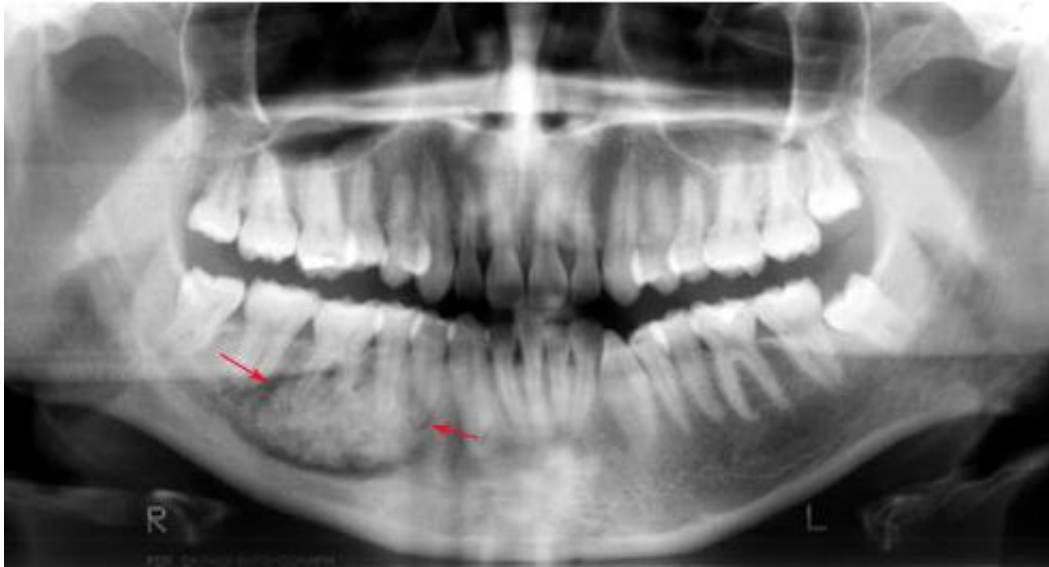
Cementoblastoma. La radiografía muestra una lesión extensa redonda unilocular de densidad mixta y adherida a los ápices. Los bordes se observan radiolúcidos y el contenido muestra un aspecto fibrilar. (Imagen: <http://pixgood.com/cementoblastoma.html>)
